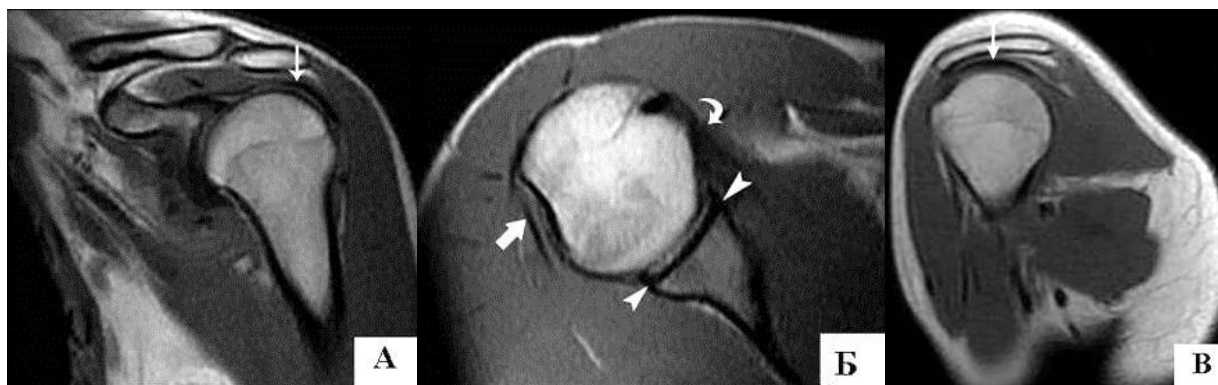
Магнітно-резонансні томограми незміненого правого плечового суглобу. T1 33 в косій коронарній проекції (А), аксіальній (Б), сагітальній (В) проекціях. Візуалізуються: сухожилля надосного м'яза (тонкі стрілки), суглобова губа (головки стрілок), сухожилля підлопаткового м'яза (зігнута стрілка) і сухожилля підосного м'яза (товста стрілка)
